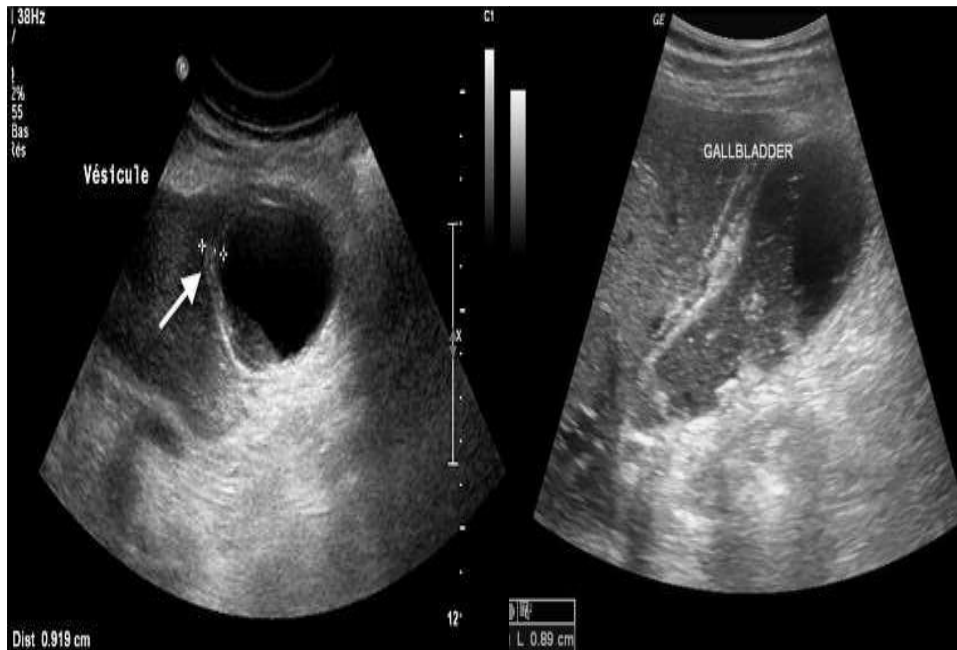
échographie centre sur la vésicule biliaire avec lithiase
